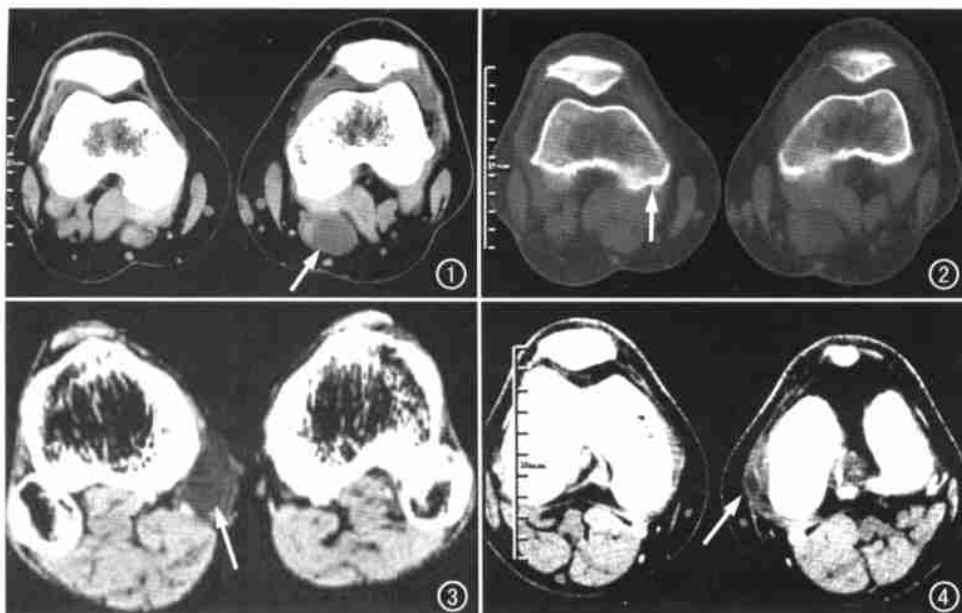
左侧 窝囊肿。CT 示腓肠肌内侧头和半膜肌腱后方均质囊性肿物(箭),并伴关节内少量积液。图 2 窝囊肿伴骨质增生。CT 示胫骨关节面边缘骨刺及唇状突起(箭)。图 3 右膝关节鹅足腱滑膜囊肿。CT 示缝匠肌前胫骨内、后侧均质囊肿影(箭)。图 4 左膝关节胫侧副韧带滑膜囊肿。CT 示胫骨内侧小囊肿影(箭)。
